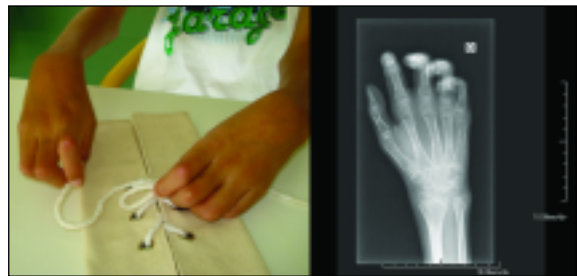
Participação ativa e treino nas tarefas de vida diária e radiografia da mão direita.
